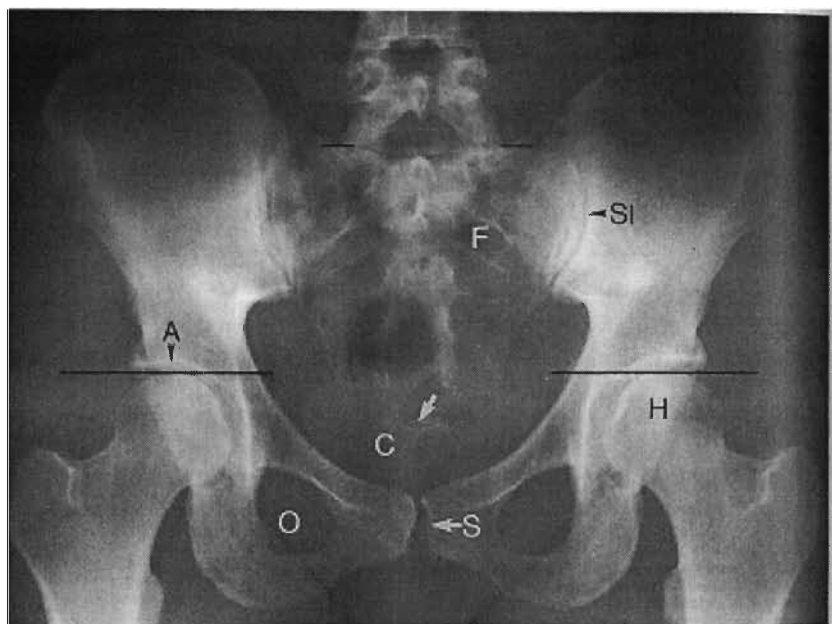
Mesure d'une AHMI sur une radiographie lombopelvienne (tiré de Giles et Singer, 1997).
